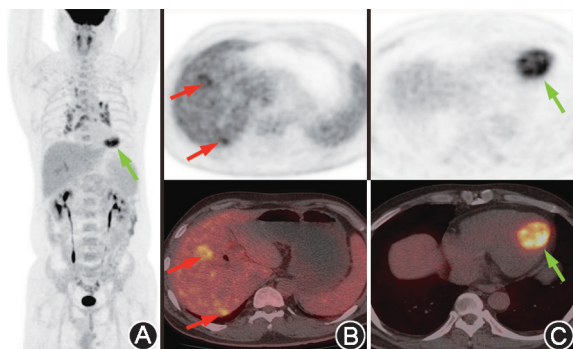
胆管癌术后患者 (男, 53 岁) ¹⁸F-FDG PET/CT 显像图 PET 最大密度投影图 (A)、横断位 PET 及 PET/CT (B, C) 显示肝内多发摄取增高灶 (红箭头示), 左心室下壁心尖部代谢增高区 (绿箭头示)
